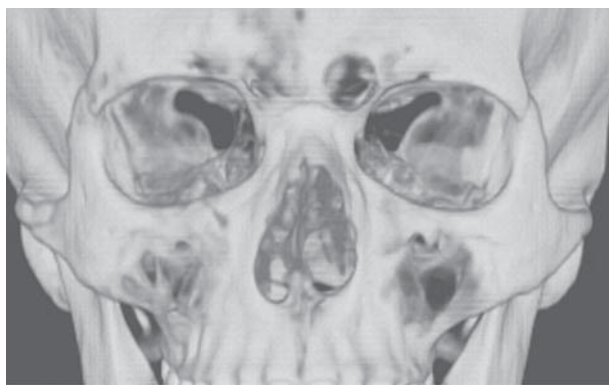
КТ 3D пацієнта С., 30 років. Діагноз: травматичний перелом правої виличної кістки зі зміщенням (стан через 6 міс. після операції – репозиція, полімеростеосинтез ЕПУ–ГАП–ЛЕВ правого виличного комплексу)
